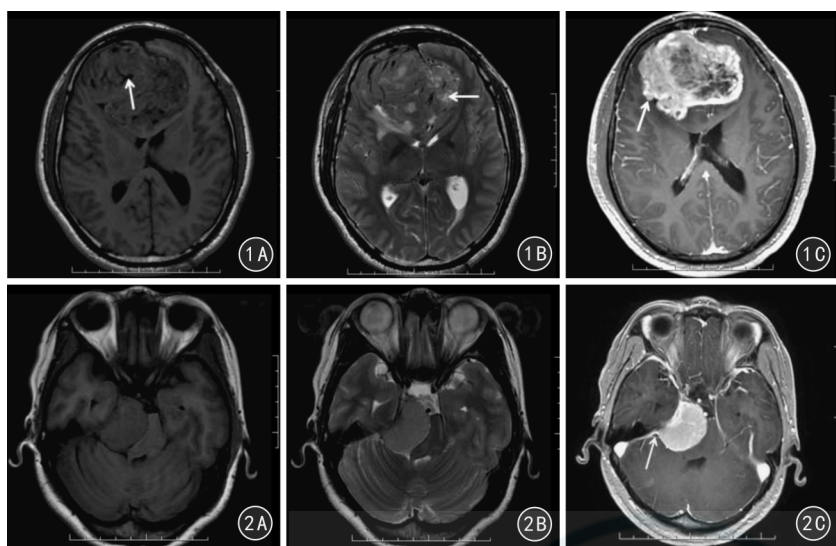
患者男,45岁。颅内血管外皮细胞瘤 MRI 1A 轴位 T<sub>1</sub>WI 示肿瘤呈等低信号,内见多条血管流空信号(箭) 1B 轴位 T<sub>2</sub>WI 示肿瘤呈高低混杂信号,内见斑片状更高信号囊变区(箭),周围见少量高信号水肿 1C 轴位增强 T<sub>1</sub>WI 肿瘤呈分叶状(箭),明显不均匀强化 图2 患者女,33岁。脑膜瘤 MRI 2A 轴位 T<sub>1</sub>WI 示肿瘤位于右侧沿斜区,呈等信号 2B 轴位 T<sub>2</sub>WI,肿瘤呈均匀稍高信号,周围无水肿 2C 轴位增强 T<sub>1</sub>WI,肿瘤呈明显均匀强化,并见硬膜尾征(箭)
